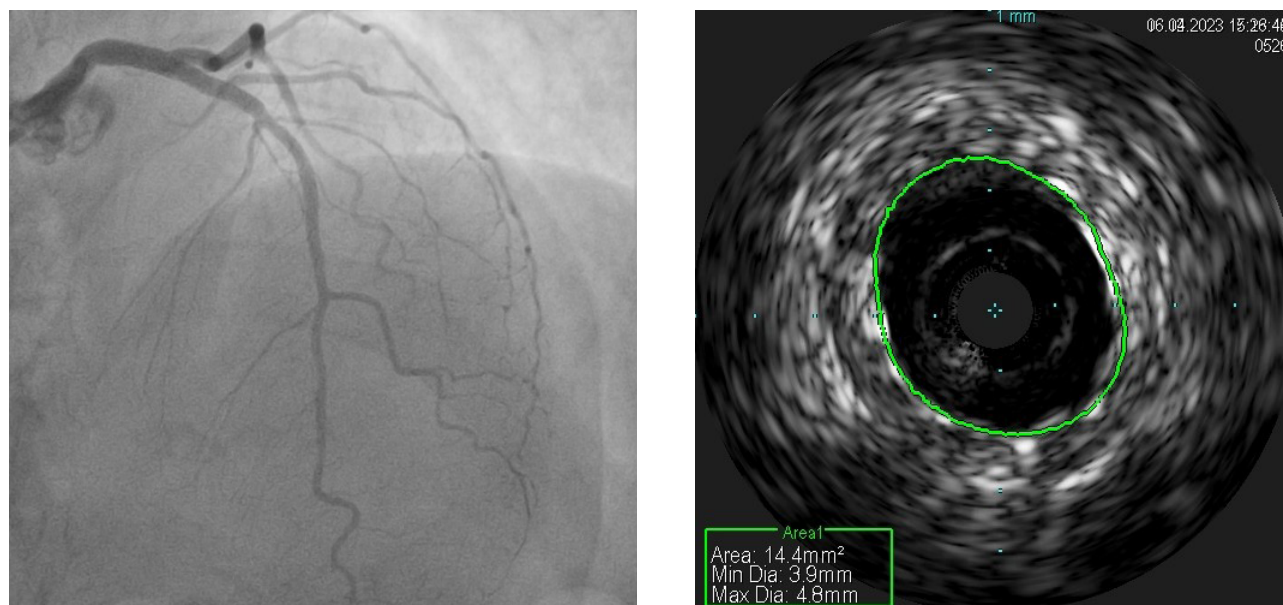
Результат ангиопластики и стентирования ПМЖВ. Левая картинка — данные финальной ангиограммы. Правая картинка — данные ВСУЗИ (зеленой линией показаны контуры имплантированного стента).
